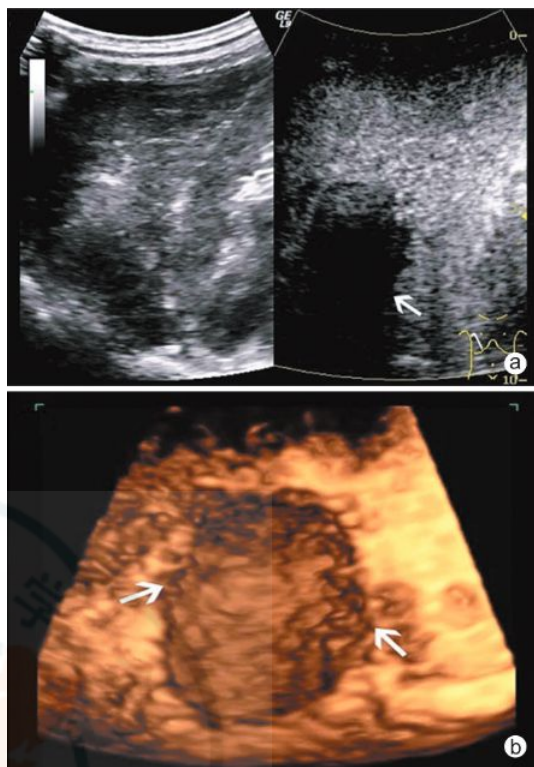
53 岁 HCC 患者经多次 TACE 和超声引导下多极乙醇消融后 a: CEUS 显示肿瘤治疗区域(↑)三期均为无增强; b: 三维 CEUS 体积渲染模式显示肿瘤坏死区域(↑)
